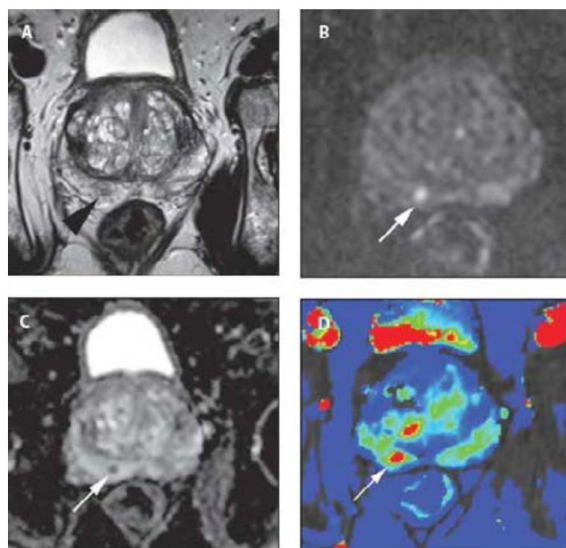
RMN de próstata que muestra lesión sospechosa en zona periférica derecha. A. T2. B. Difusión. C. ADC. D. Dinámico con contraste.
